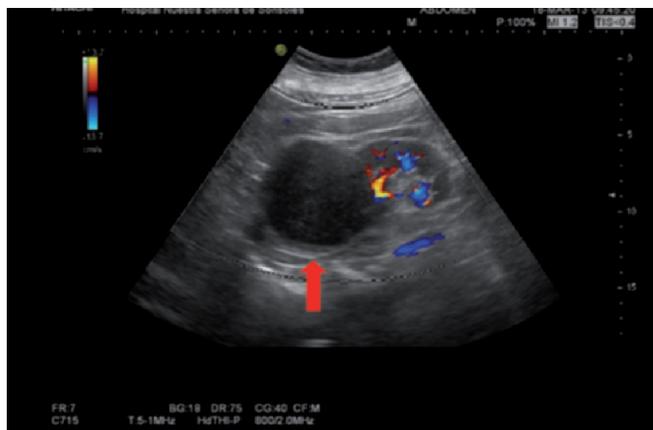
Ecografía Doppler renal derecha. Tumor en riñón derecho (flecha roja).
